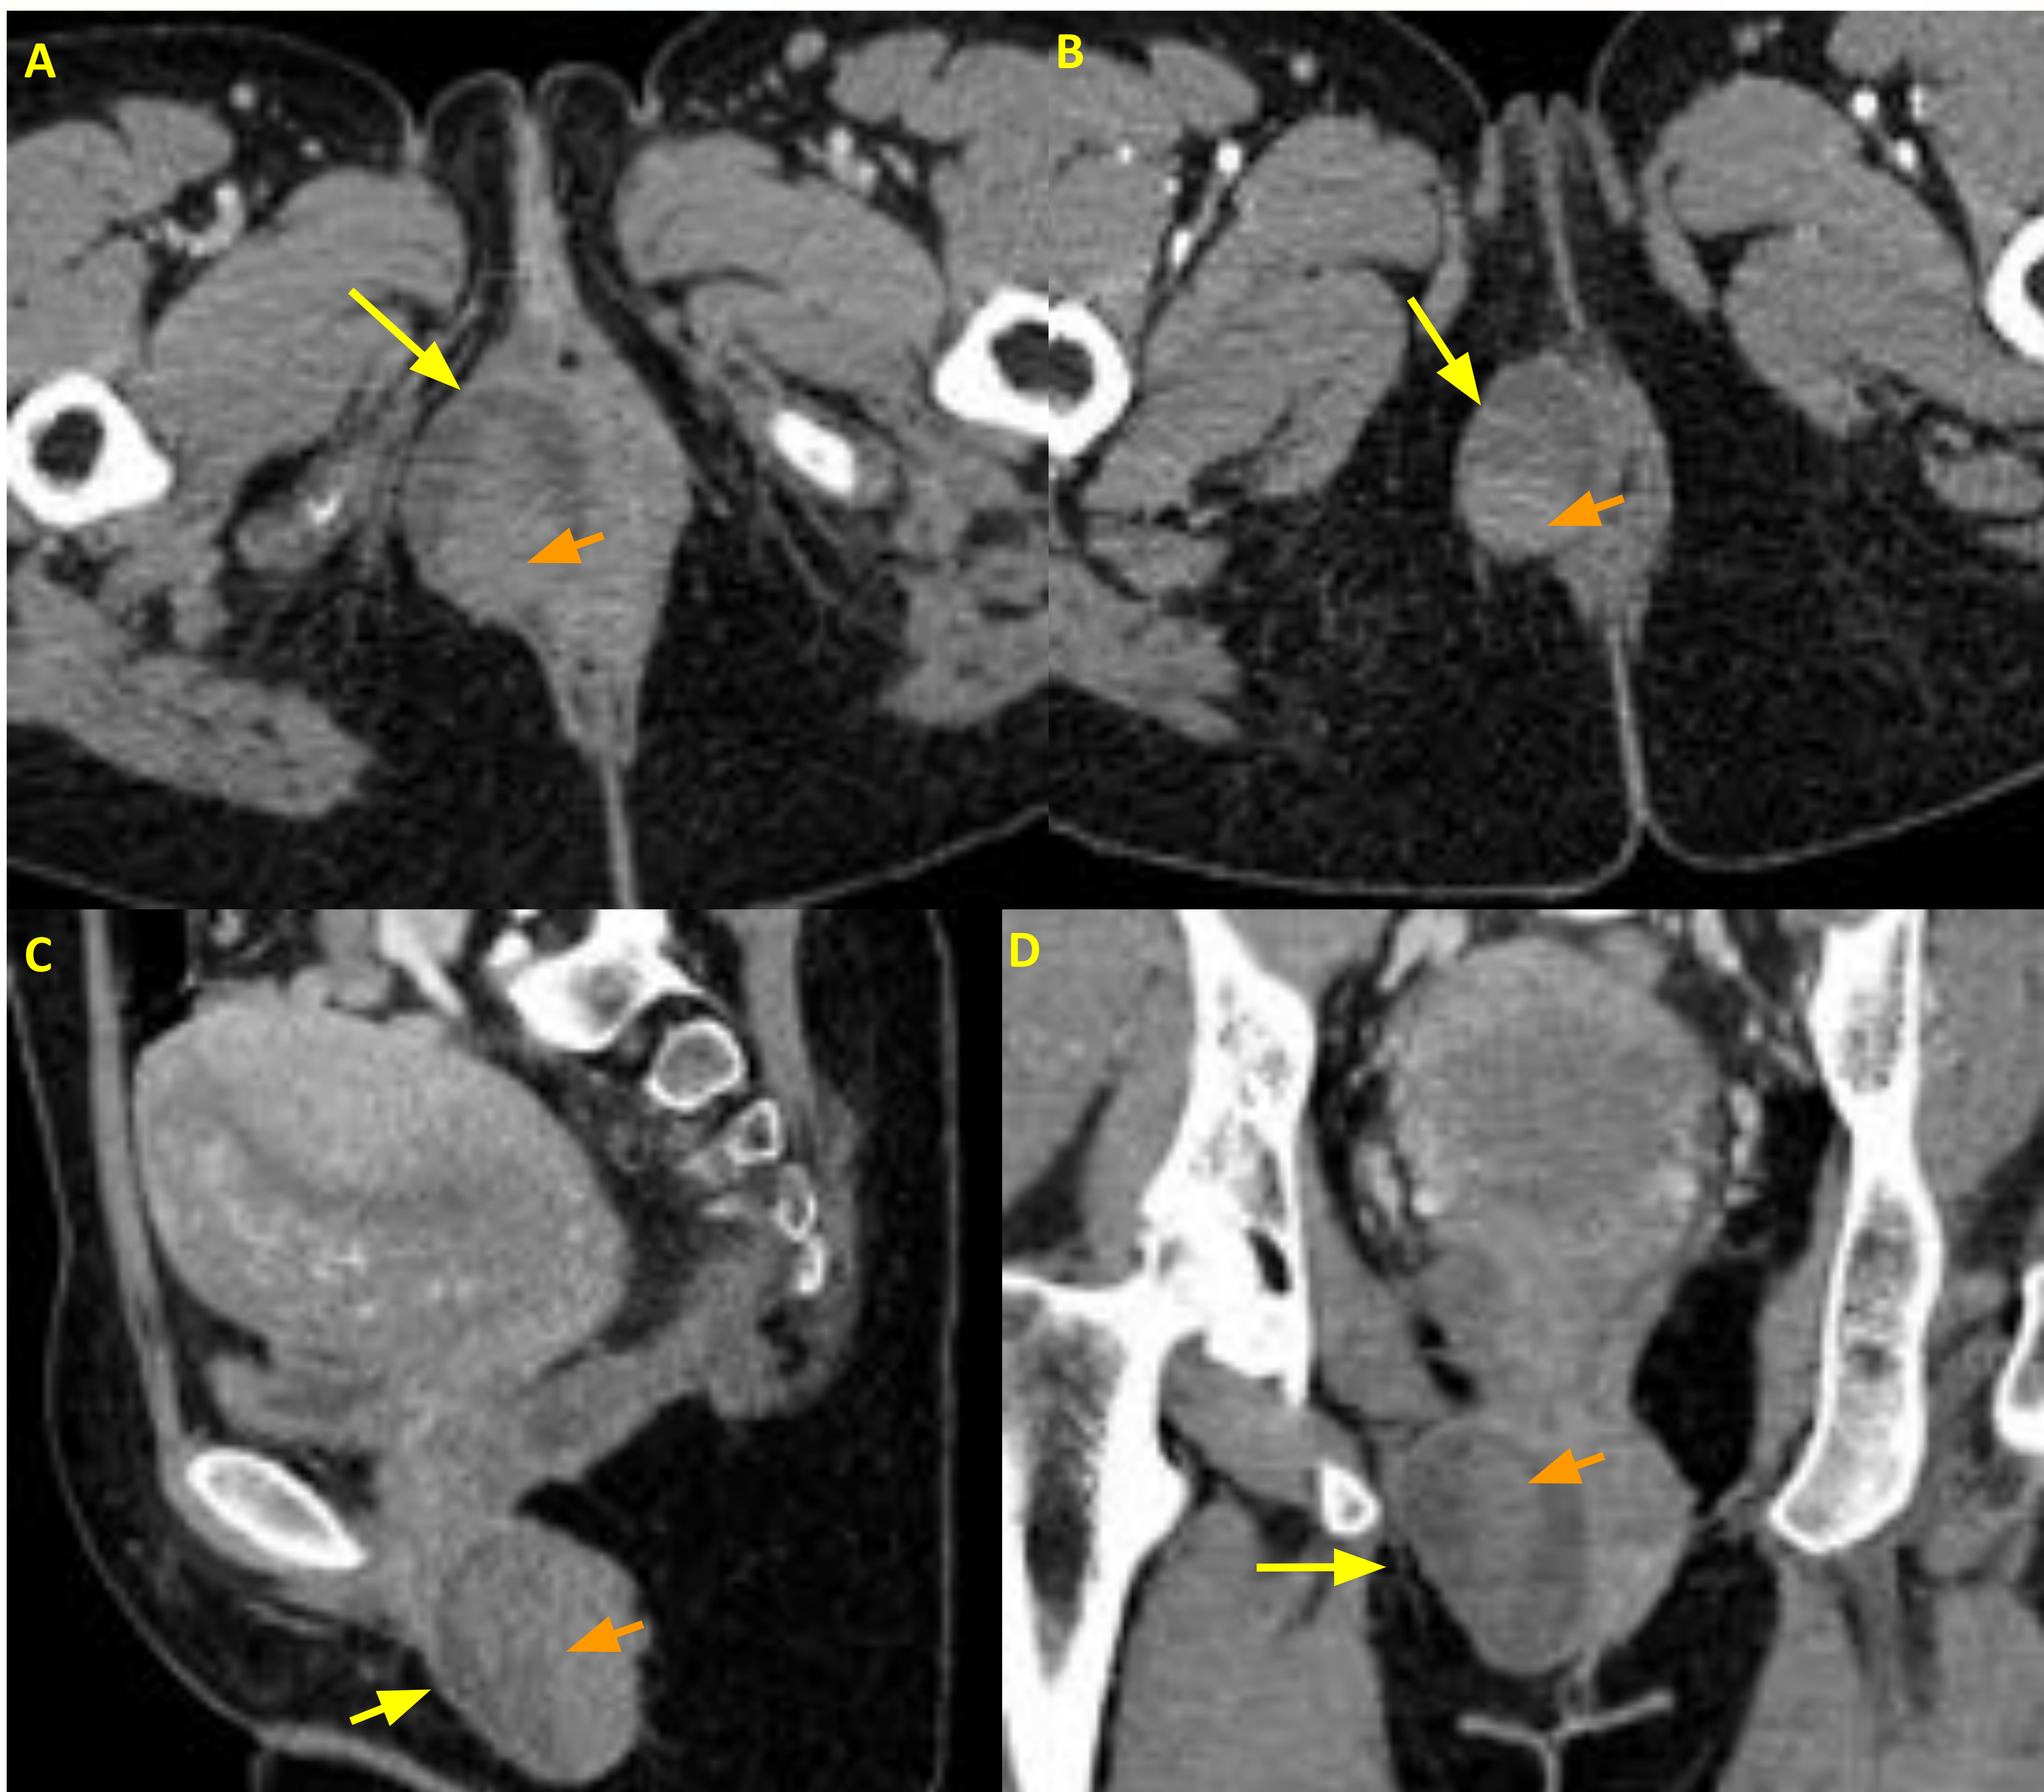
Hematoma vulvar en el sitio de la episiotomía. TC con contraste en fase arterial (B) y venosa (A, C, D). Paciente puerpera con aumento de volumen vulvar derecho coincidiendo con la región de la episiotomía. Colección ovalada vulvar paravaginal derecha (flecha amarilla) con niveles densos en su interior sugestivos de coágulos (flecha naranja). No se observan signos de sangrado activo en las diferentes fases adquiridas.
